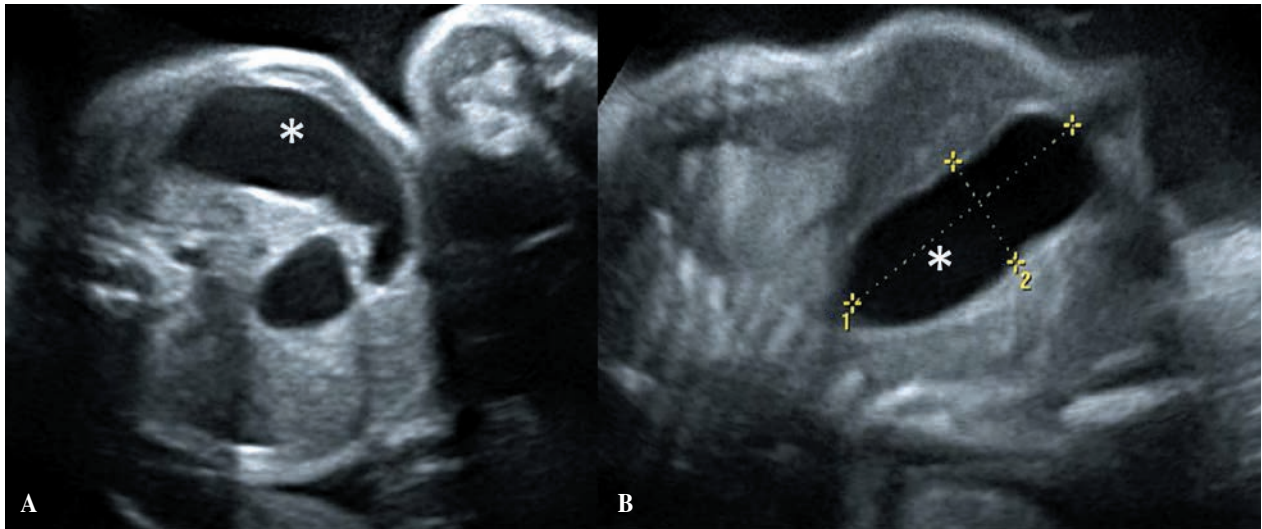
Ecografía prenatal a las 32 semanas de gestación. A) Corte transversal donde se observa imagen de doble burbuja. B) Corte sagital: imagen gástrica de 57 x 22 mm (*cámara gástrica).
